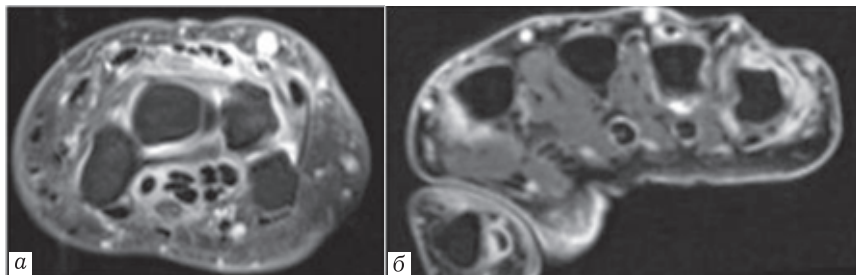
РА. МРТ в аксильной плоскости через лучезапястный (а) и пястно-фаланговые суставы (б). Синовит в области межзапястных суставов, в пястнофаланговых суставах. Теносиновит синовиальных влагалищ сухожилий сгибателей и разгибателей кисти
